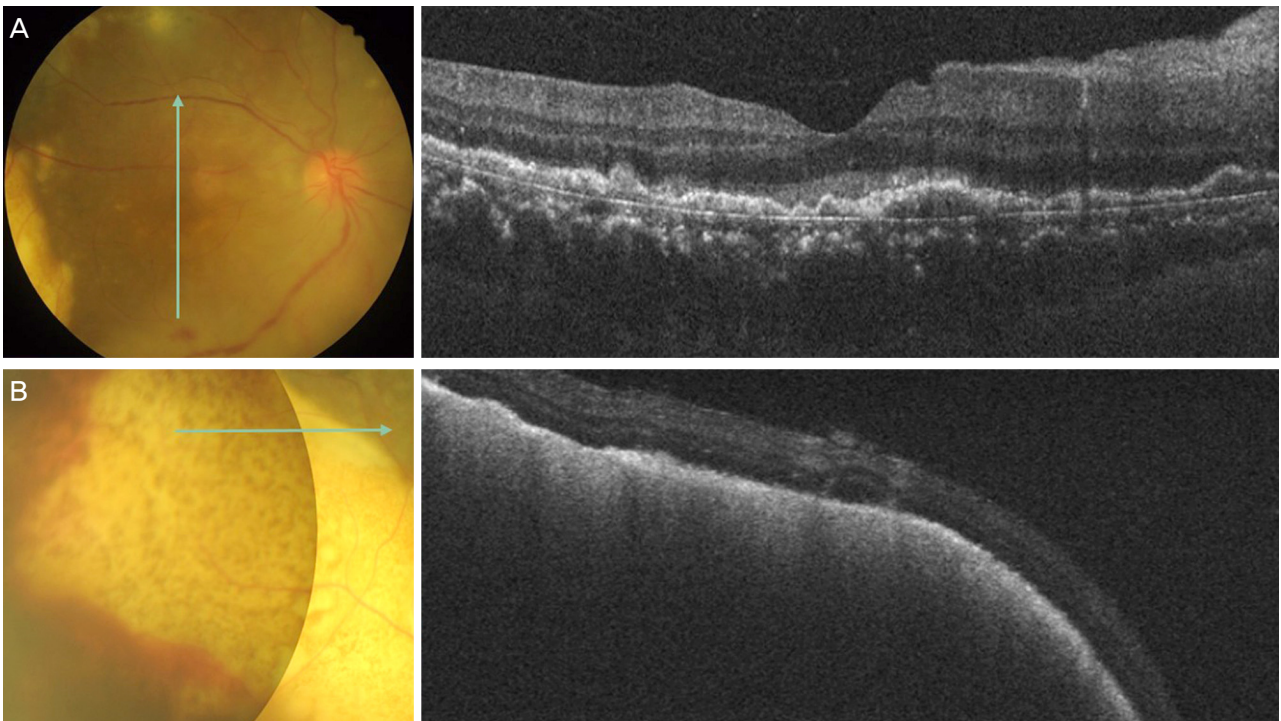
(A) A vertical optical coherence tomography scan across the central macula (arrow) shows multiple nodular elevations of the retinal pigment epithelium. (B) A horizontal optical coherence tomography scan across the choroidal mass lesion (arrow) shows a dome-shaped large mass with overlying retinal pigment epithelium thinning occupying the choroid, pushing the retina into the vitreous cavity.
